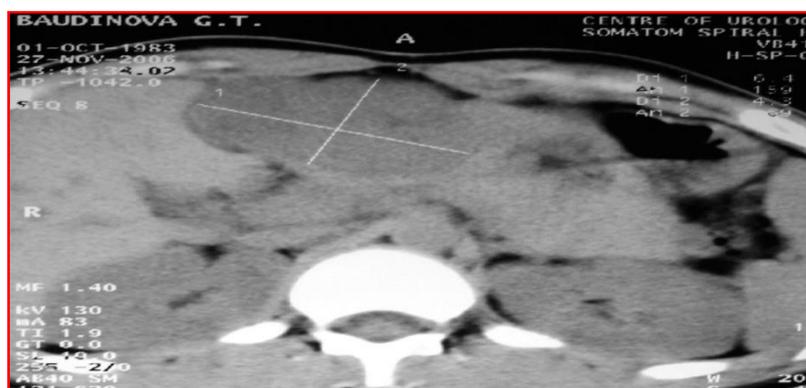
КТ-грамма печени, пораженной гепатоцеллюлярным раком. Опухолевое поражение занимает Sg III с переходом процесса на Sg IV
